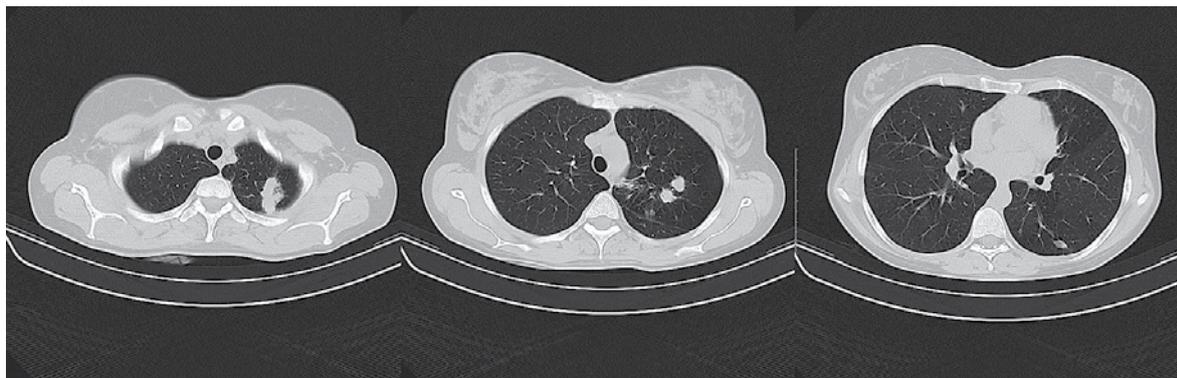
КТ органов грудной клетки больной А. от 14.09.2018 г. Пояснения – в тексте
